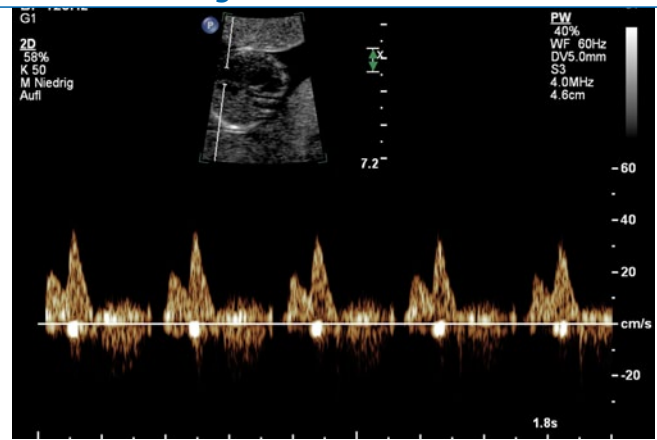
▲ Spektraldopplersonographische Darstellung des normalen Blutflussmusters über der Trikuspidalklappe
